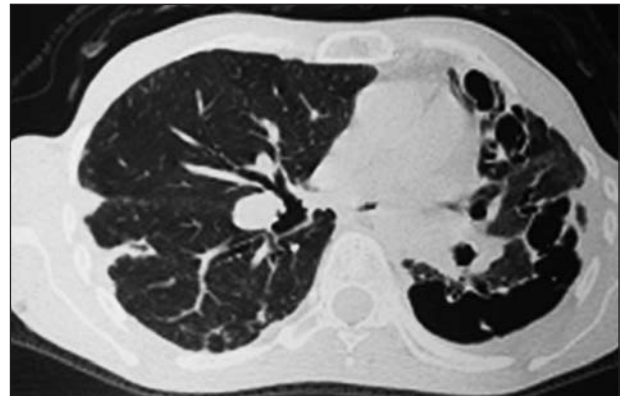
TC tórax: extenso compromiso cavitario del pulmón izquierdo, con bronquiectasias e imágenes nodulares en pulmón derecho (*Mycobacterium fortuitum*).
